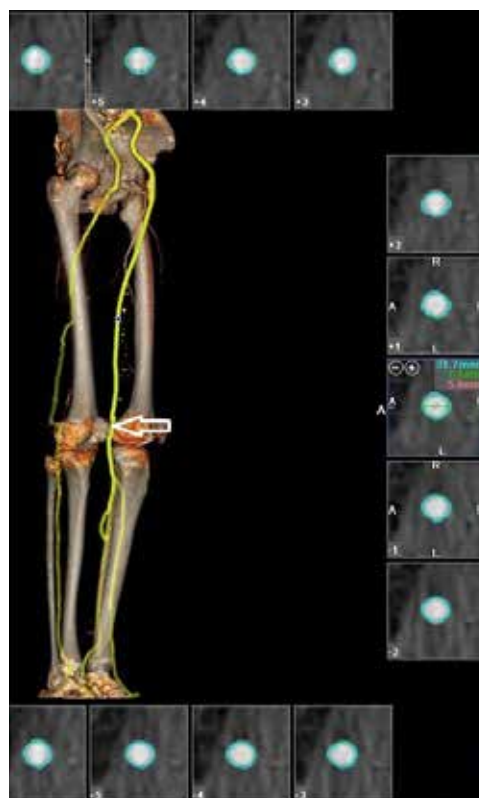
КТ нижних конечностей с контрастированием после операции. Стрелкой отмечен функционирующий бедренно-подколенный шунт.
